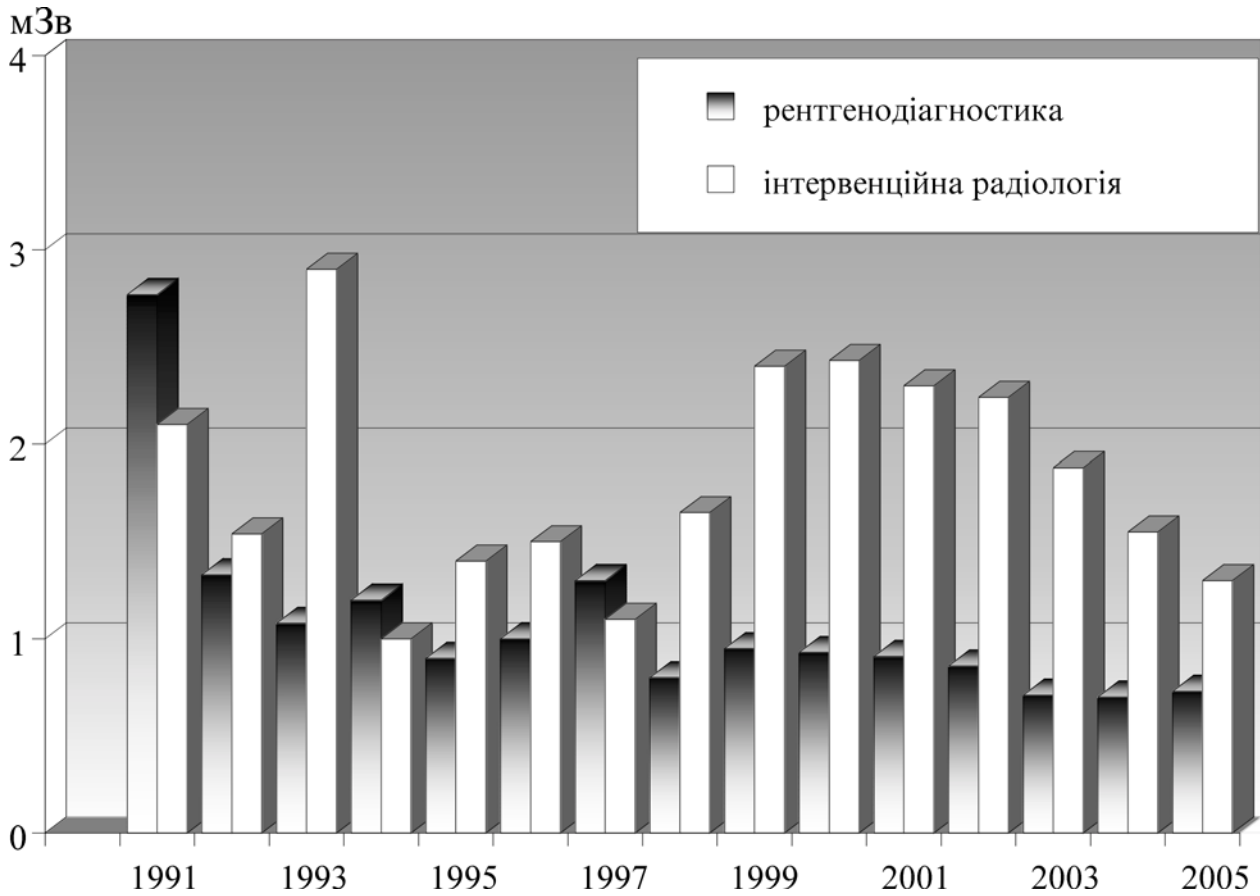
Динаміка річних доз опромінення лікарів-рентгенологів при звичайних методах діагностики та лікарів, зайнятих в інтервенційних утручаннях під контролем ікс-випромінення
